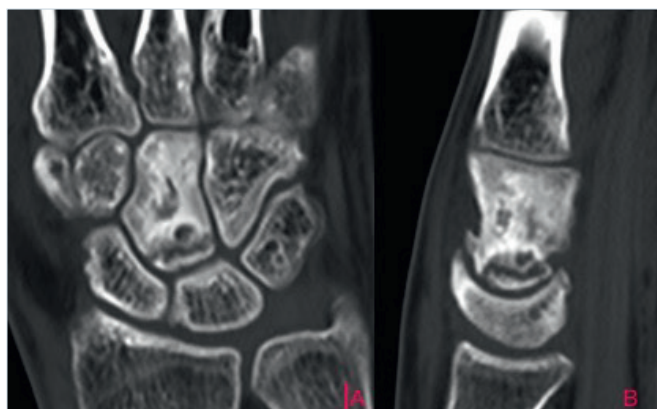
TAC (tomografia assiale computerizzata): aspetto diffusamente disomogeneo del capitato, presenza di multiple aree osteoaddensate alternate ad aree ipodense di natura distrofica.
